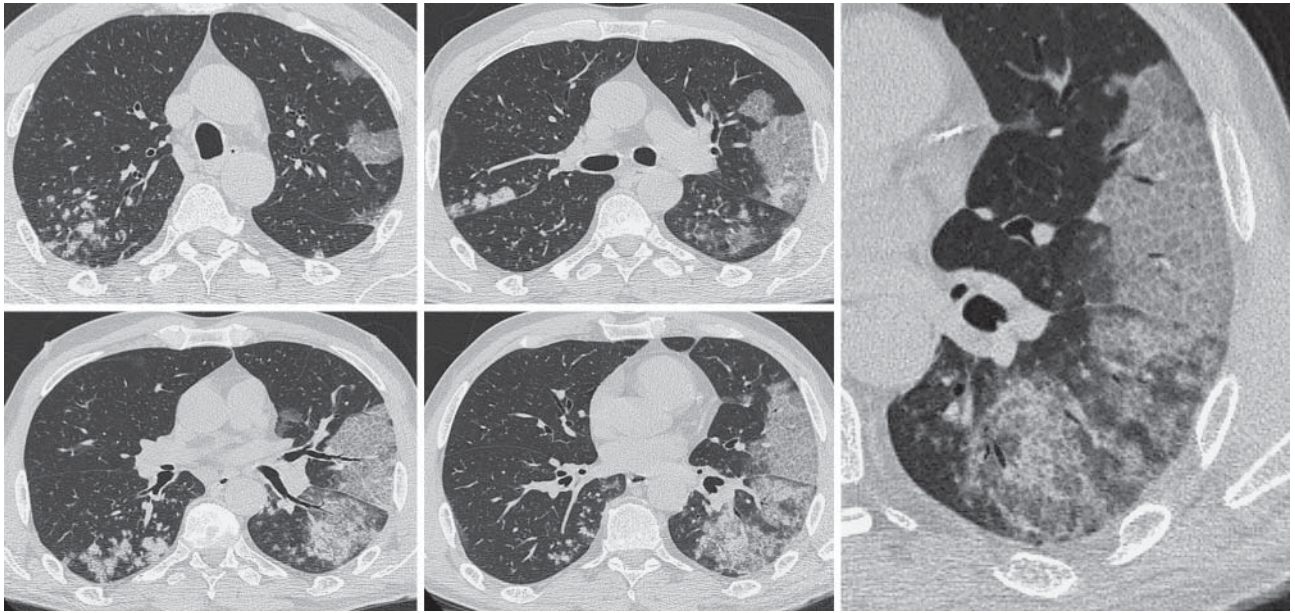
КТ ОГК в аксиальной проекции с увеличенным фрагментом от 25.03.2020. Пациент 55 лет с симптомами острого коронарного синдрома. В легких – обширная зона смешанной инфильтрации слева с наличием утолщения внутрислобкового интерстиция (“crazy paving”), а также сливные разнокалиберные очаги справа. Несмотря на проводимую интенсивную терапию, летальный исход при явлениях инфекционно-токсического шока. В легких на аутопсии – типичное крупозное воспаление.
